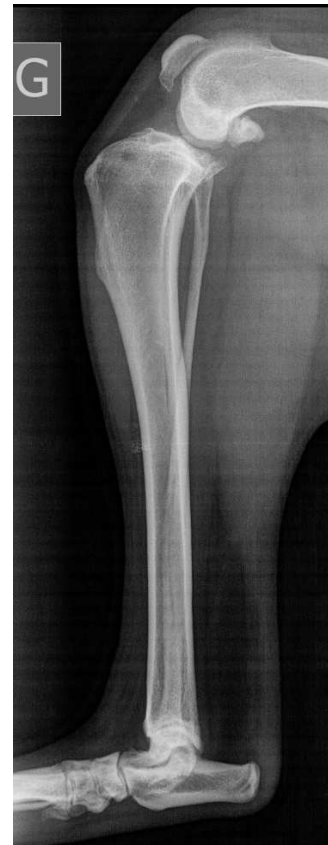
Radiographie d'un grasset montrant des signes indirects de rupture du LC : synovite, ostéophytose à l'extrémité distale de la rotule et en haut de la trochlée.
